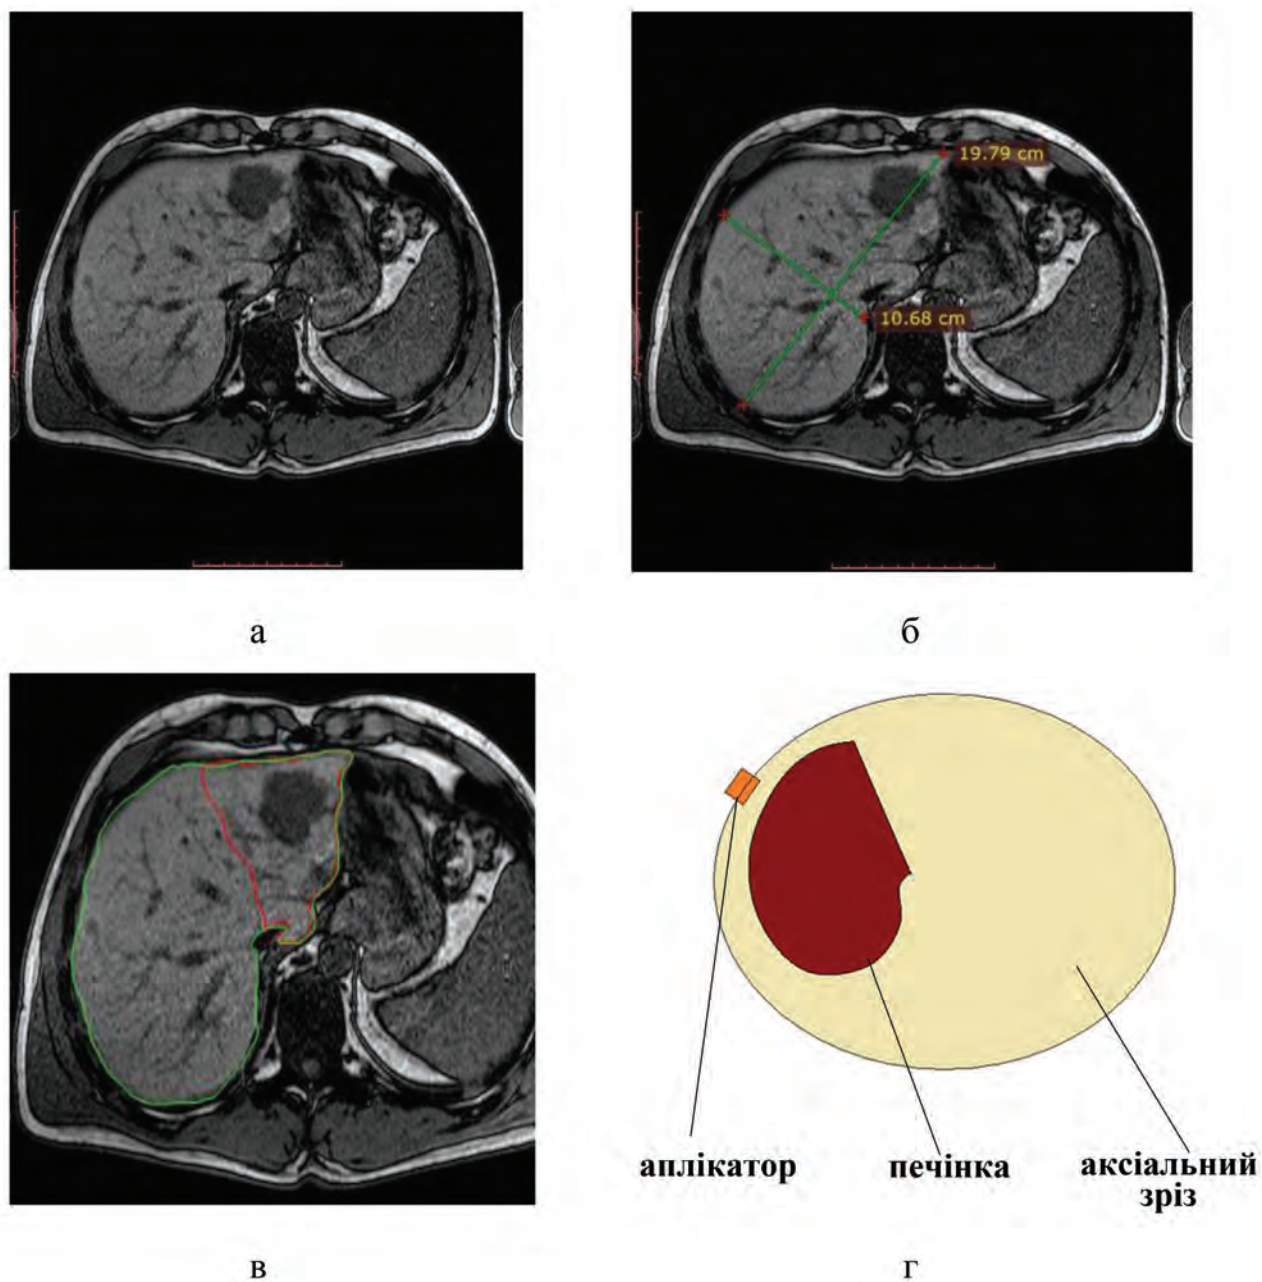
Послідовність комп'ютерного аналізу часткової резекції печінки хворого на мКРР із метастатичним ураженням печінки: а) - МРТ-зображення печінки; б) – визначення розмірів печінки; в) визначення сегменту видалення печінки з метастазами (червоний колір контуру); г) побудова моделі залишкової паренхіми печінки.
